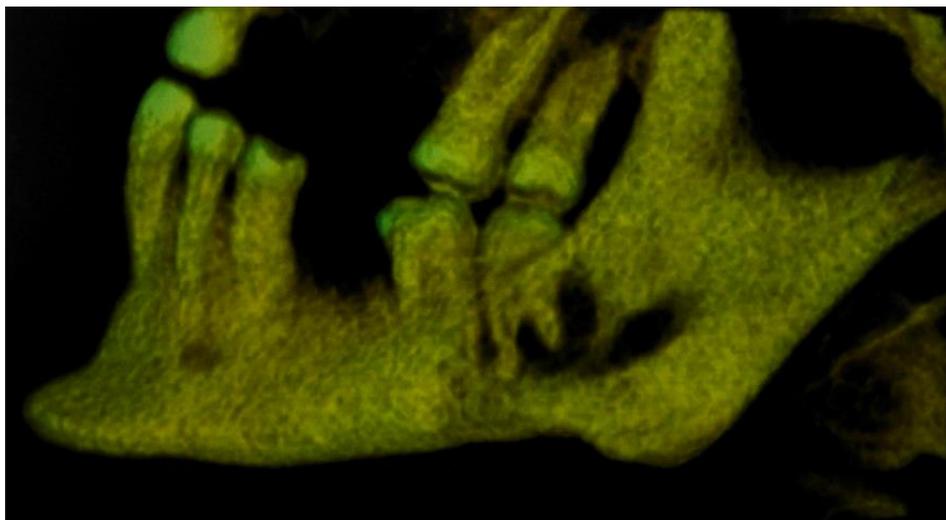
Tomografia computadorizada de um carcinoma adenoide cístico mandibular, com envolvimento do canal alveolar inferior.
